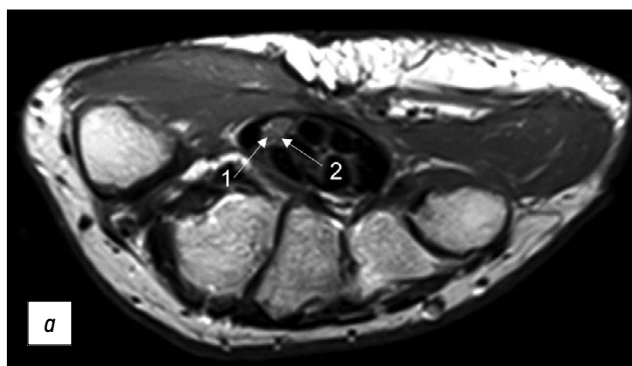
Магнитно-резонансная томография кисти в режиме T2 у пациентки с синдромом карпального канала, аксиальная проекция: *a* — на уровне проксимальных эпифизов пястных костей; *b* — на уровне дистальных отделов головчатой кости (1 — отдельные пучки в составе срединного нерва, 2 — эпинеэрий, 3 — утолщённый до 1,29 мм удерживатель сгибателей).
